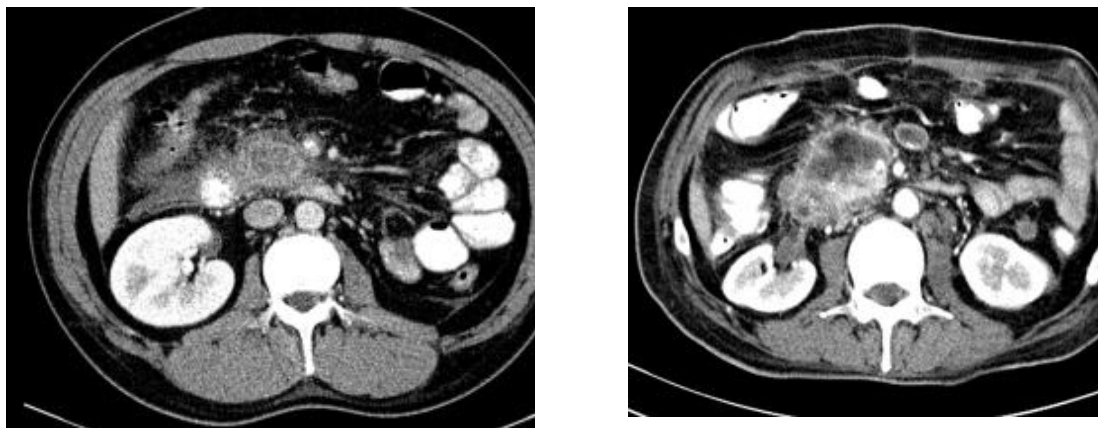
КТ брюшной полости больного Р. 55 лет. Острый панкреонекроз с формированием отграниченного жидкостного скопления в области головки и крючковидного отростка поджелудочной железы, структура которого неоднородна за счет наличия единичных пузырьков газа. Признаки инфицирования (абсцесс).
